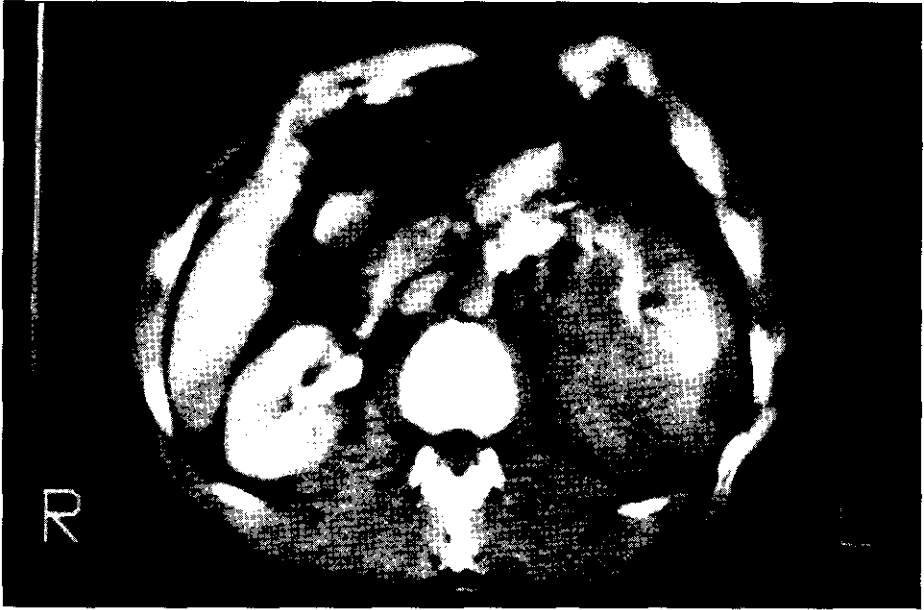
TAC abdominal demostrando un gran hematoma postraumático del riñón izquierdo.
